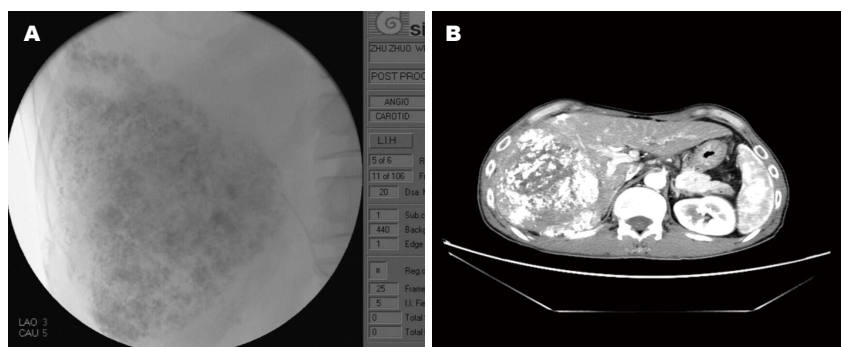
肝内寄生血管患者接受治疗时的Sias型C臂机器图像和CT增强扫描显示药物分布. A: 与图1同一病例. 患者正在行TACE时用Sias型C臂机器观察到的治疗引导图. B: 图1同一病例, 患者行TACE治疗后1 mo复查CT增强扫描, 可见肿块较前缩小, 肿体内碘油聚集呈“集簇型”, 肿体部分区域仍可见强化区域, 显示寄生血管供血影响TACE治疗时药物分布效果. TACE: 经导管动脉化疗栓塞术.
